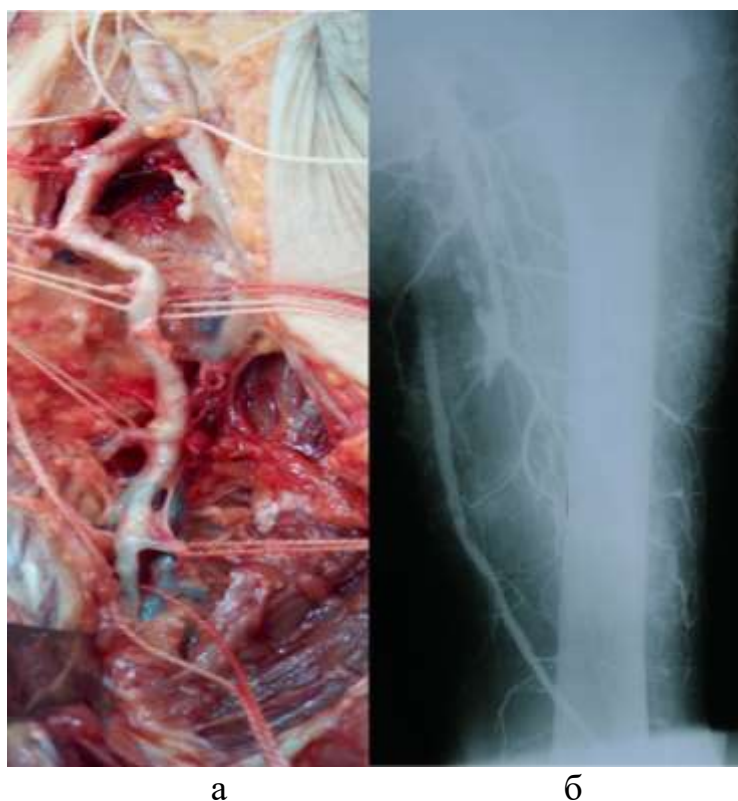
Відпрепарована ГАС (на кадаверному матеріалі), діаметр кінцевої частини гілки ГАС - 0,57 см (а). На рентгенконтрастній ангіографії відображено ретроградне заповнення поверхневої стегнової артерії через колатералі ГАС (б).
